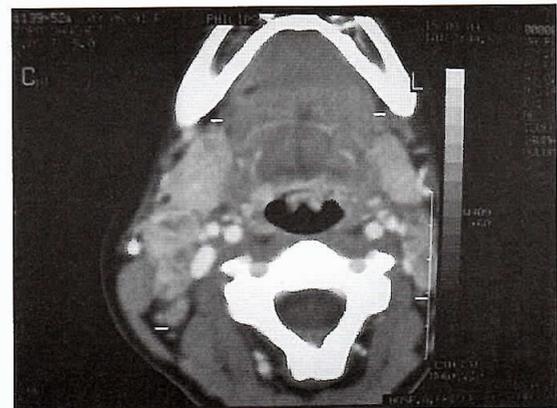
TAC Cervical con adenopatías cervicales bilaterales con centro hipodenso que sugiere origen neoplásico u origen inflamatorio del tipo TBC.
